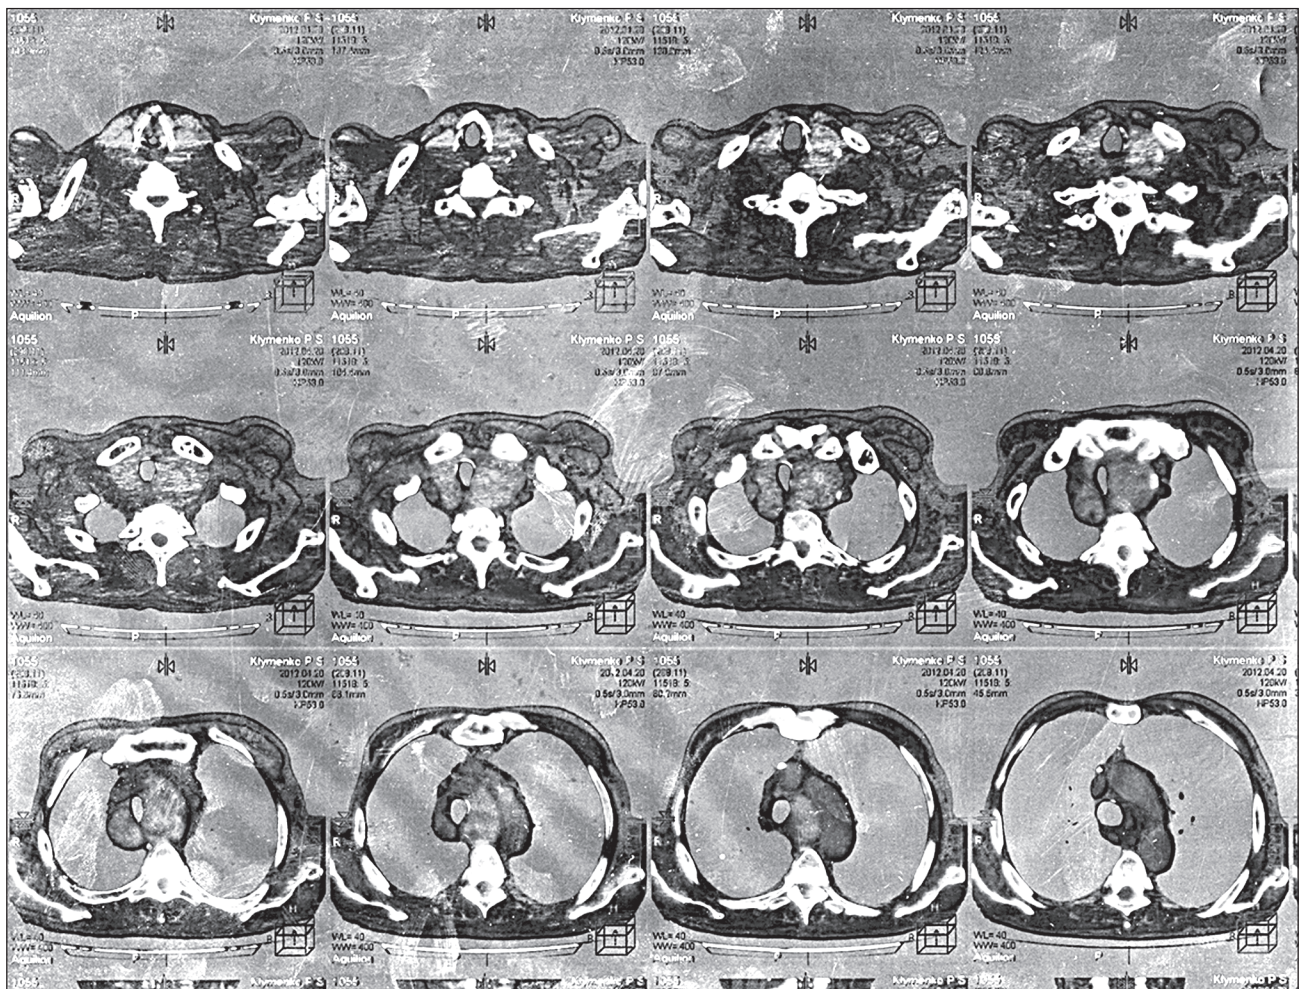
Результати КТ-дослідження органів шиї пацієнтки К., що демонструють наявність компресії органів шиї зобом
